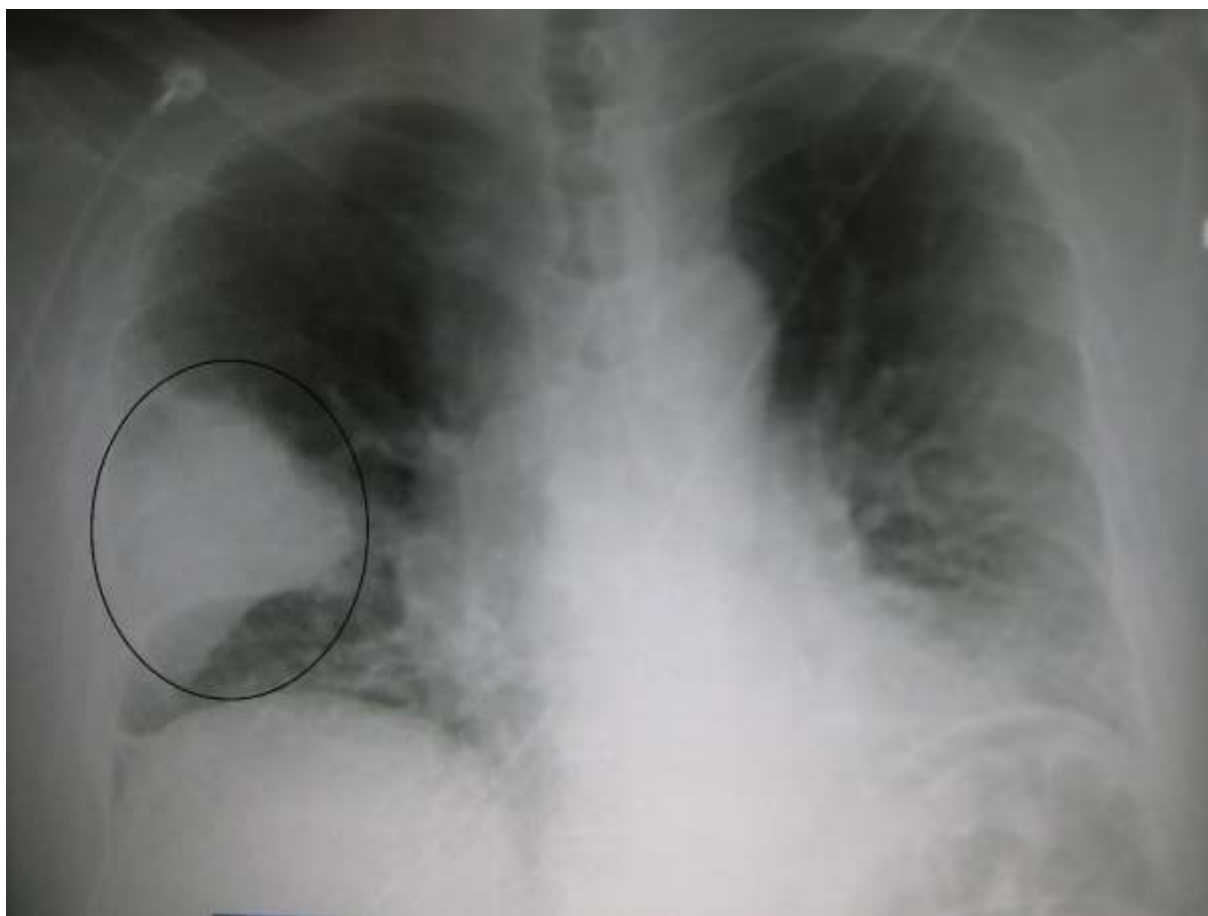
Image radiographique de la PFLA[24].
